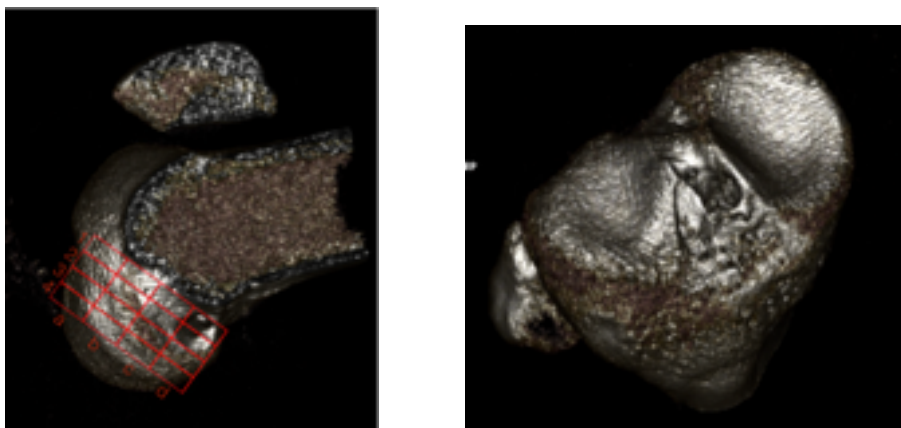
Reconstrucción con TC de los túneles del Caso 1
